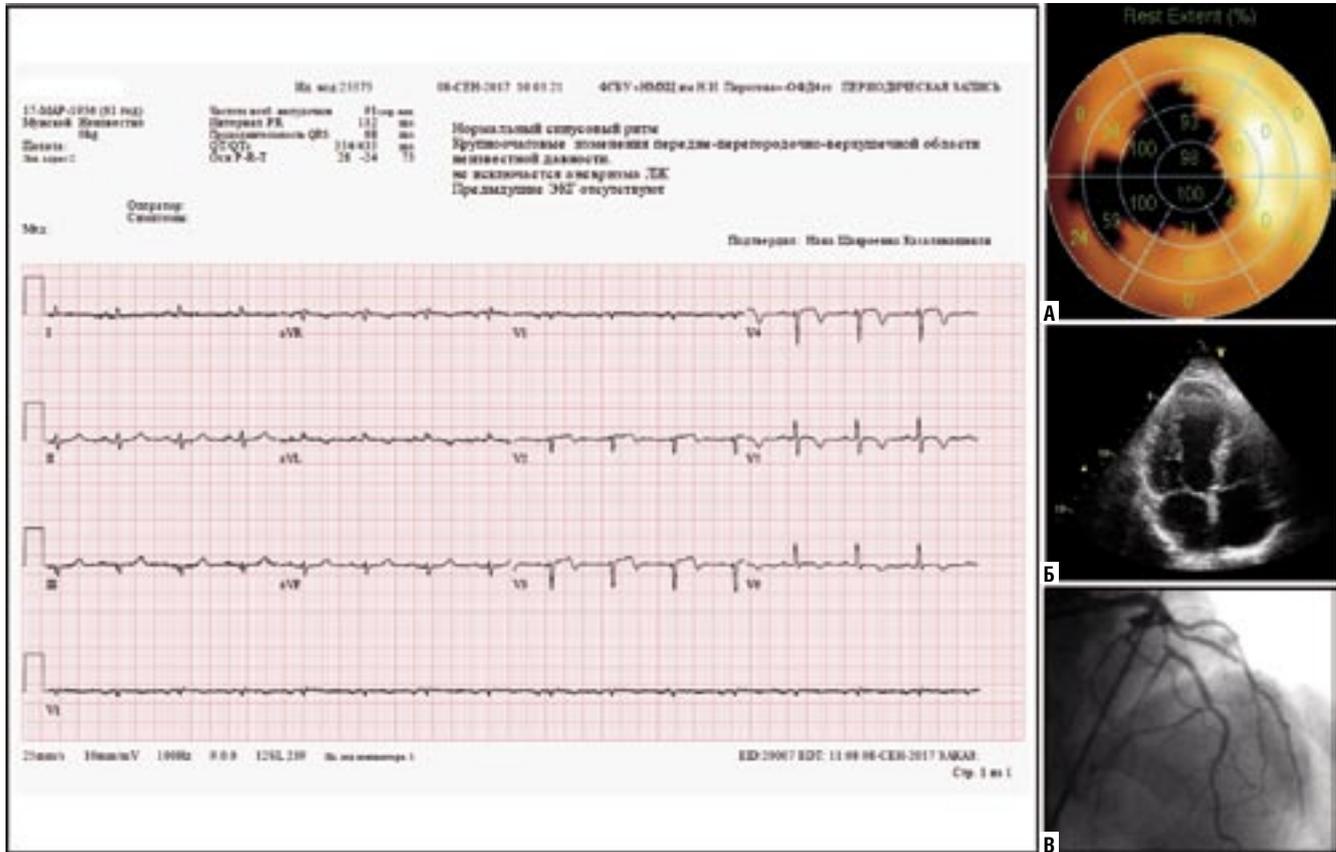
Консолидация данных цифровой ЭКГ и визуализирующих методов исследования: перфузионной скintiграфии миокарда (а), эхокардиографии (б), коронароангиографии (в), прикрепленных к ID пациента в цифровой кардиологической системе MUSE (GE)
